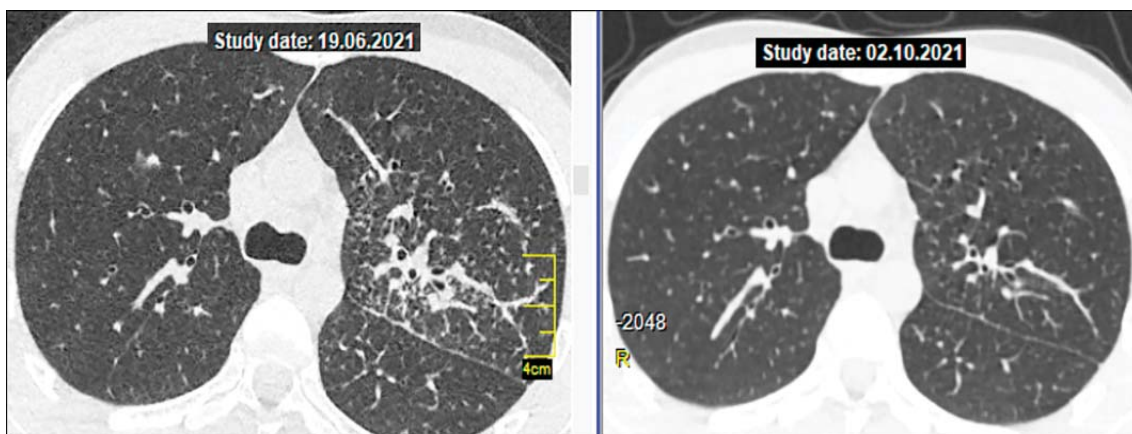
КТ ОГП пацієнта Г.: ліворуч — після закінчення монотерапії МТХ; праворуч — після 3-міс. комбінованої терапії МТХ та ГХ.
